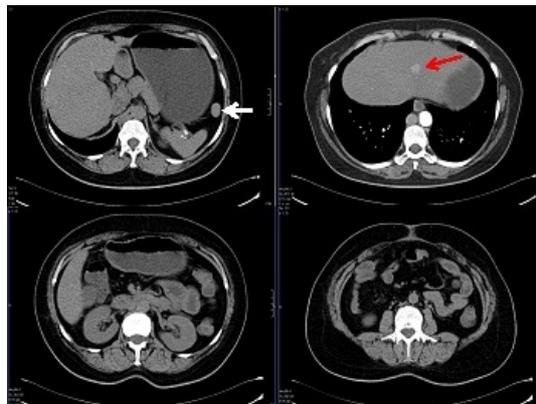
Tomografía computada (TC) de abdomen, mostrando bazo accesorio (flecha blanca) y nódulo hepático (flecha roja). Las glándulas suprarrenales son normales.
